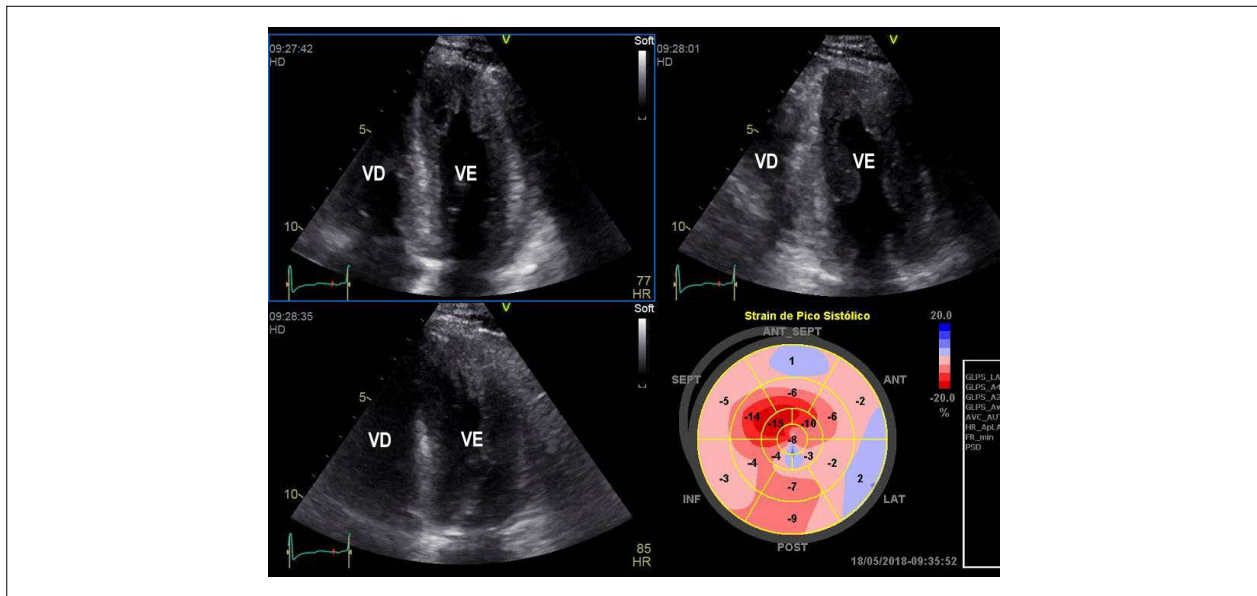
Imagem obtida a partir da ecocardiografia transtorácica. Corte apical 4-câmaras evidenciando aumento difuso da espessura das paredes miocárdicas do ventrículo esquerdo. Abaixo, à direita, observa-se imagem paramétrica da avaliação da deformação miocárdica longitudinal pela técnica de speckle tracking. VD: ventrículo direito; VE: ventrículo esquerdo.
